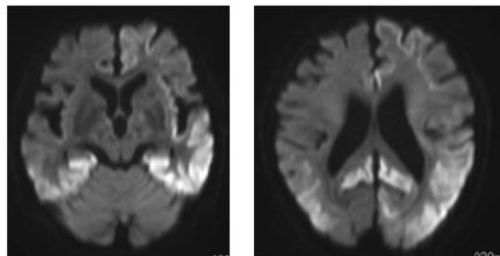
家系内発症 V180I 変異例の兄：脳 MRI
